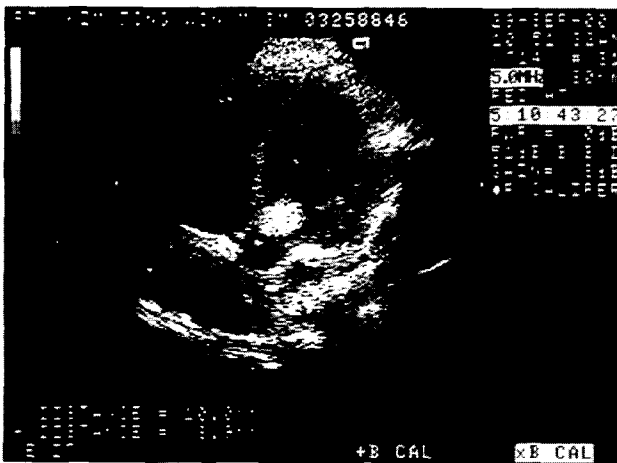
Two dimensional echocardiogram showing a long-axis cross section of the left heart : during systole, the tumor mass moved into the aortic orifice
